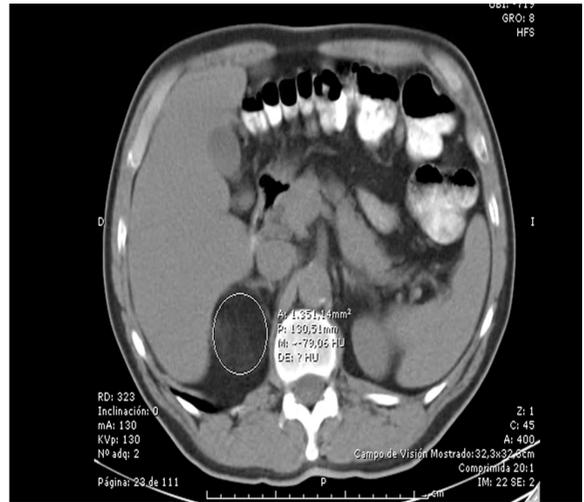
A y B. TC de abdomen. Se aprecia una masa en la glándula suprarrenal derecha, que mide 42 x 48 mm, sin calcificaciones, y con densidad promedio de -79 UH.
